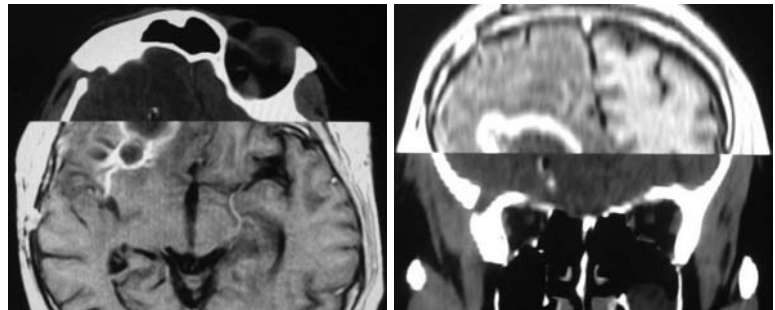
Хворий К., 32 років. Етап планування СТБ шляхом суміщення зображень МСКТ та МРТ.
